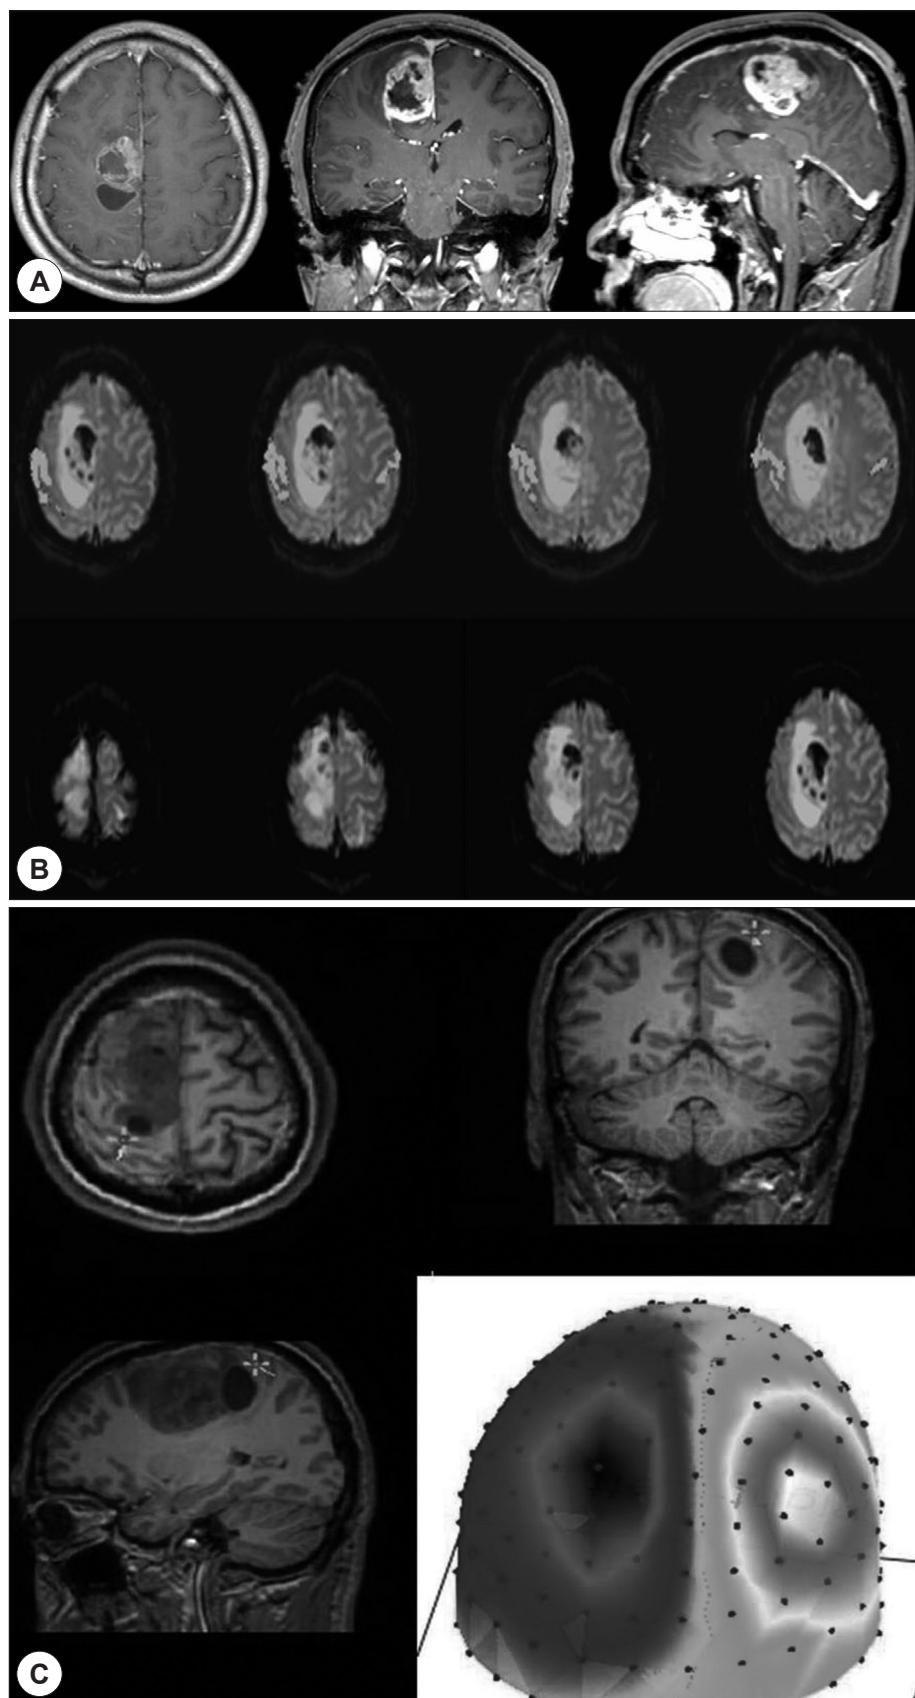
Case 1. 45-year old male with a right fronto-parietal tumor. Conventional MRI (A). Functional MRI : The broad activation areas in both the primary sensorimotor area. Objective detection of the central sulcus is not possible (B). MEG : The central sulcus is well defined (C).
